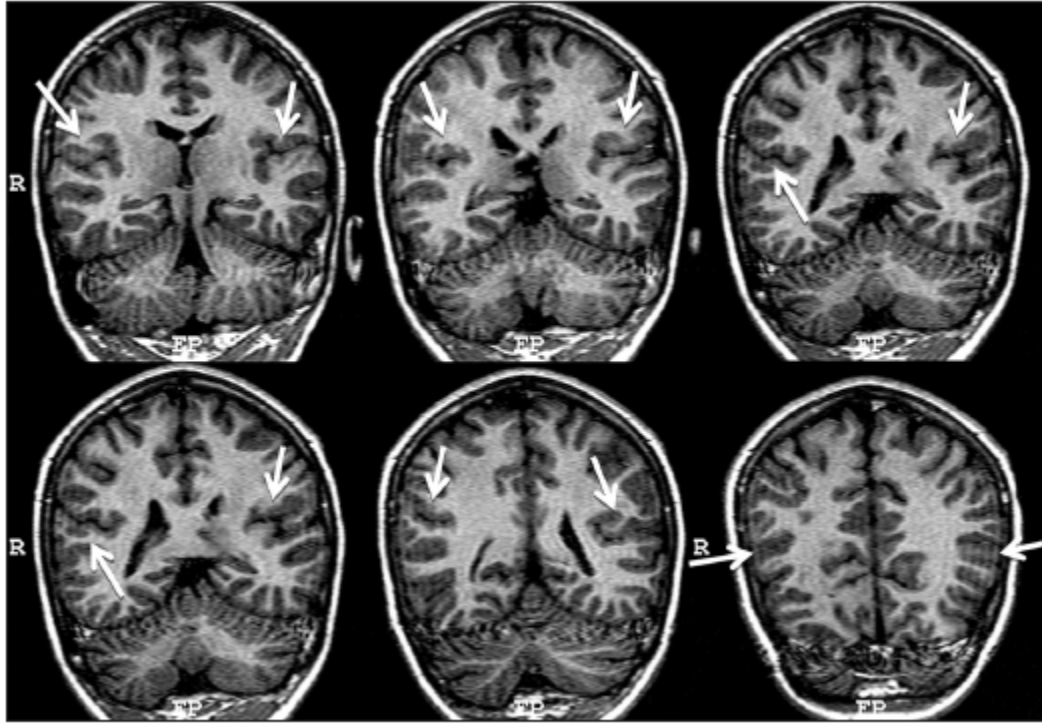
T1 image. MRI study of first twin with bilateral posterior parietal polymicrogyria.
